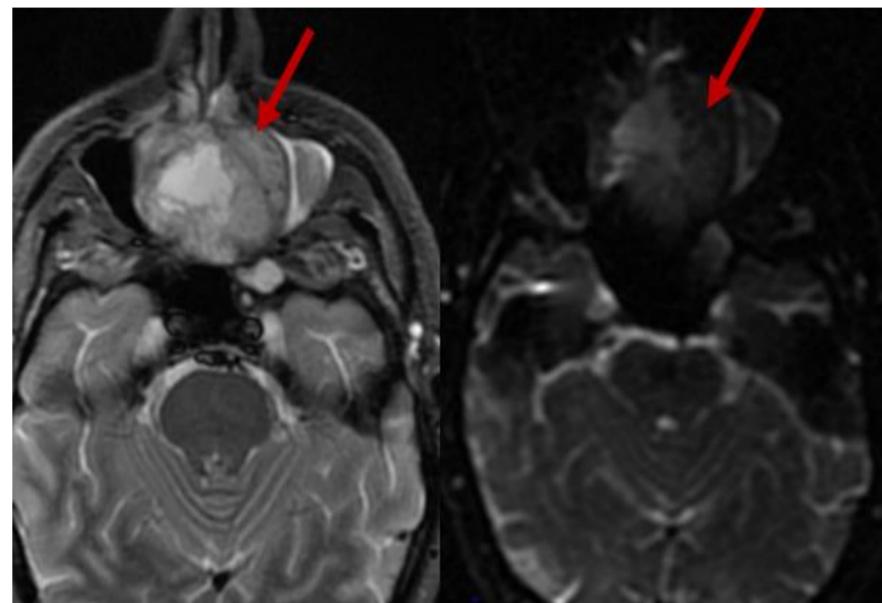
RM axial STIR y DIFUSIÓN véase diferenciación de la masa sólida del líquido. Adenocarcinoma papilar de tipo intestinal bien diferenciado
